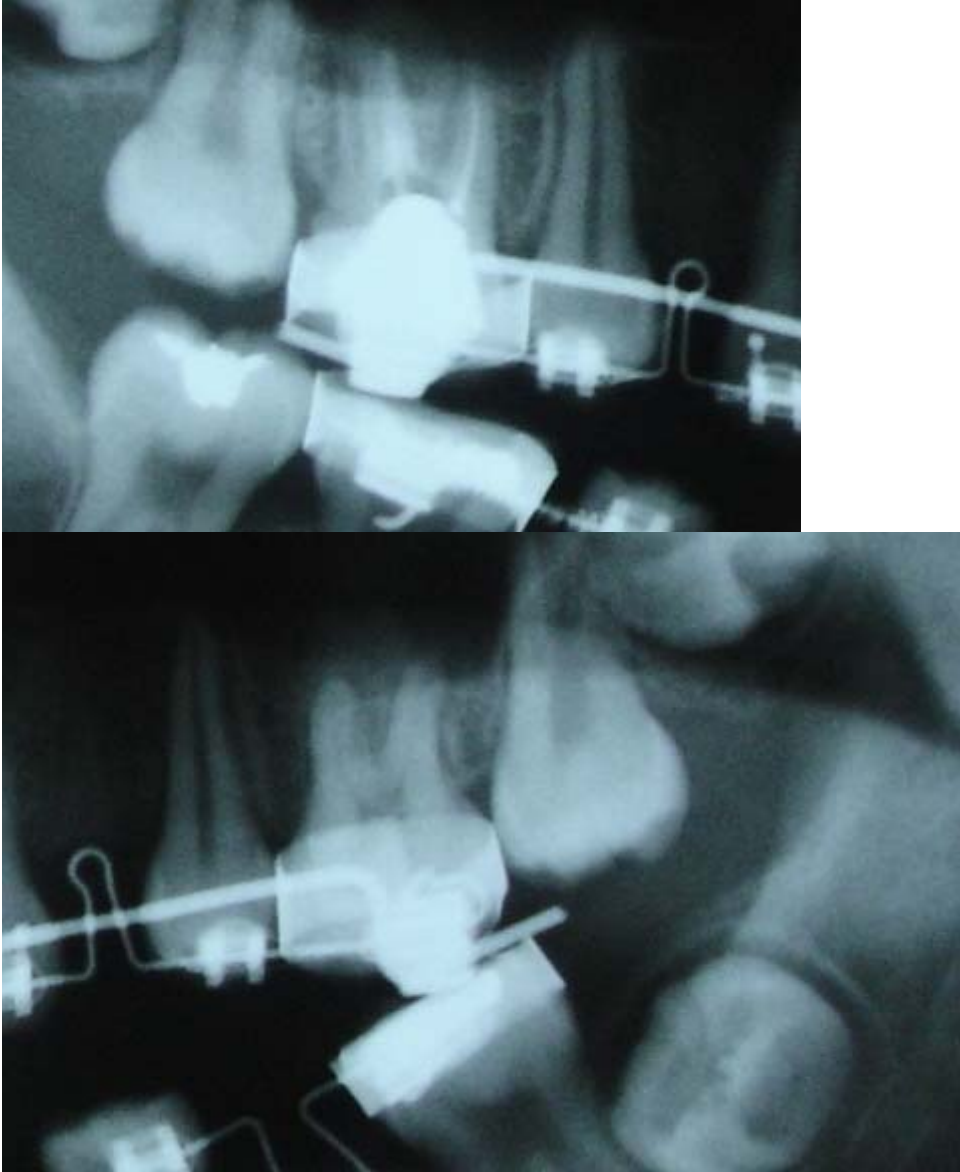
Caso 1: Radiografías mostrando la corrección de la inclinación de los primeros molares con el alambre sobrepuesto.
